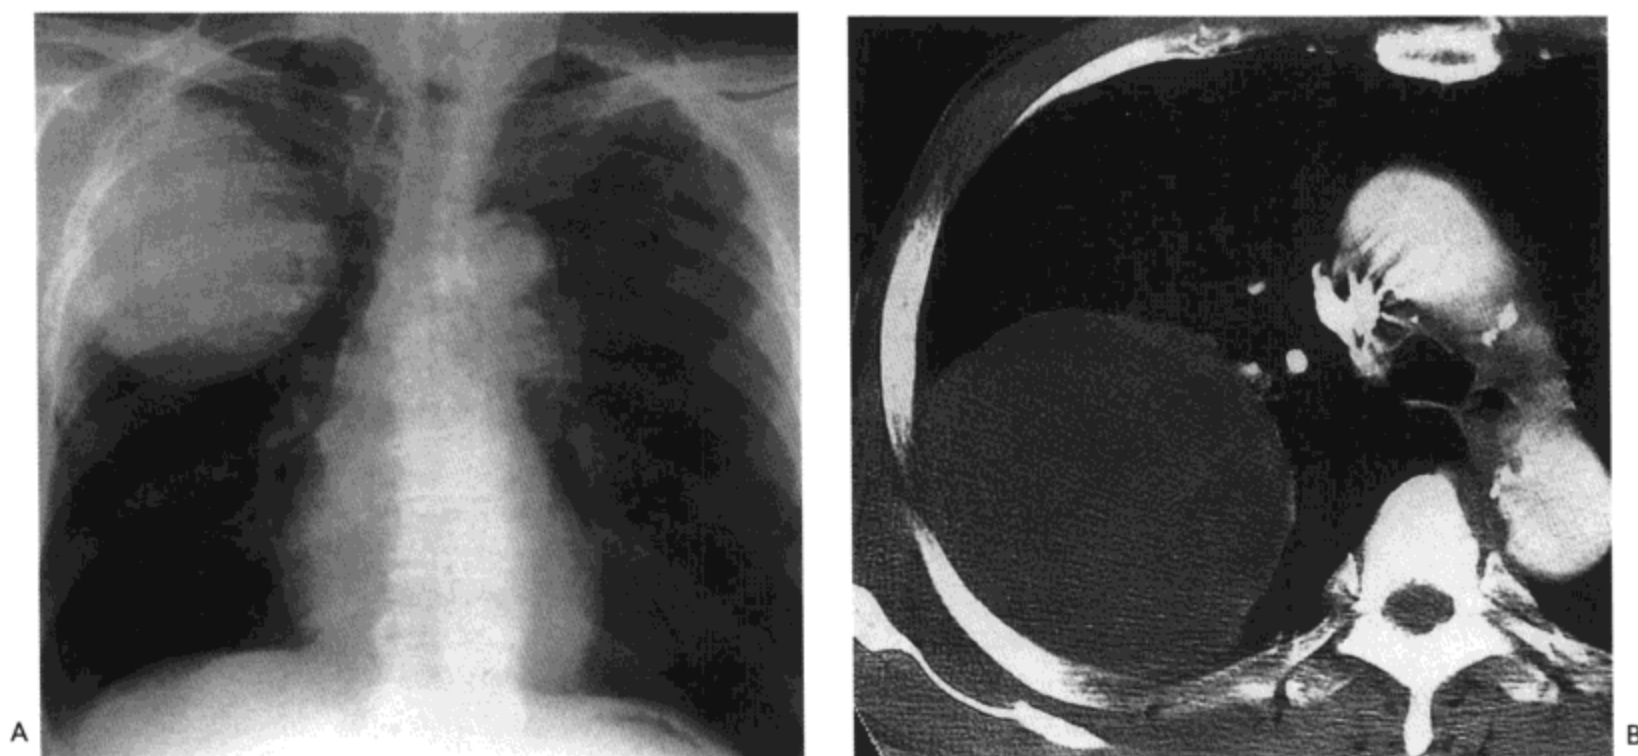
大细胞癌。A: X线胸片示右肺上叶一直径10 cm的肿块。B: 对比剂增强CT影像(7mm层厚)示一巨大低密度肿块。病人男, 66岁。
